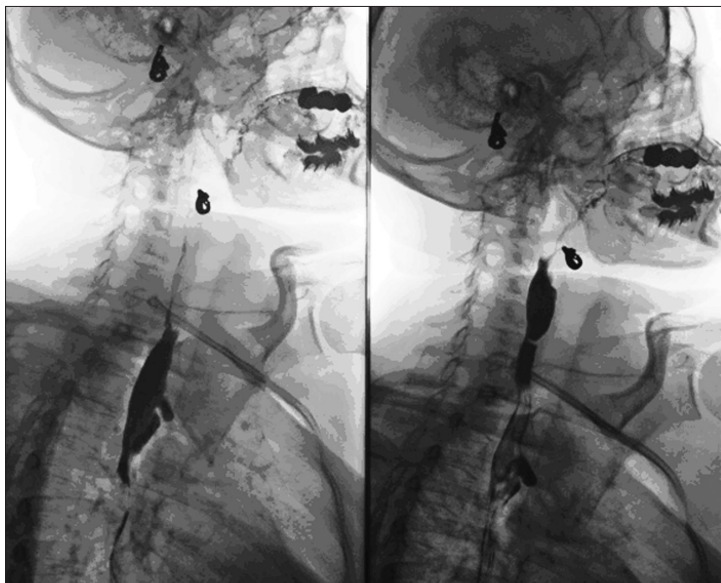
Рентгенограммы в вертикальном положении пациента левым боком к приемнику рентгеновского излучения на первом (слева) и втором (справа) глотках контрастного вещества
